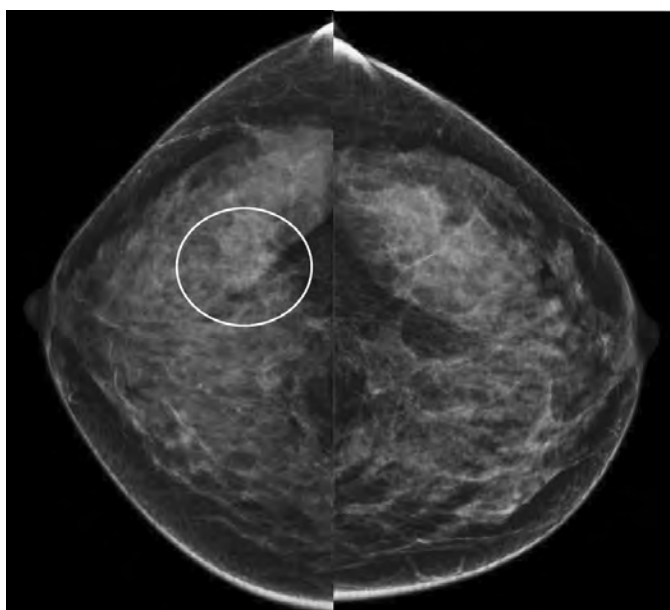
Випадок 1: Стандартна рентгенівська мамографія, СС проекції. Ділянка асиметрії підвищеної рентген-щільності у латеральних квадрантах правої ГЗ (біле коло).
